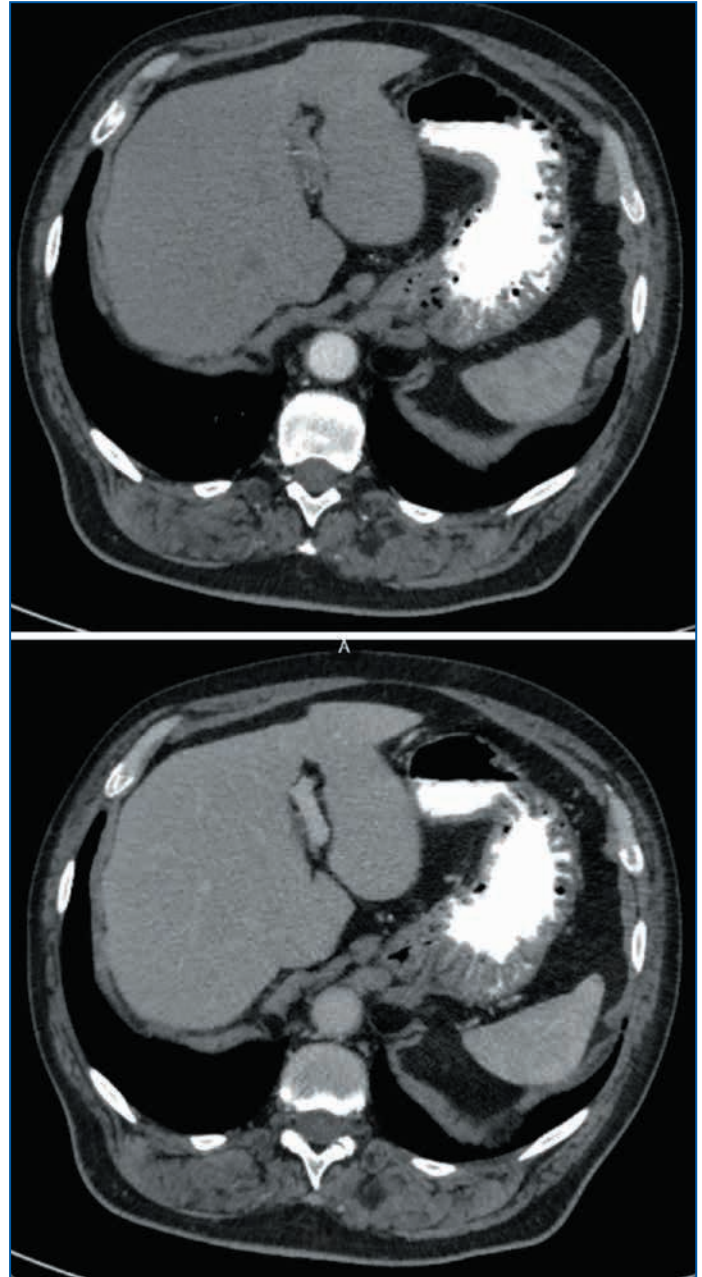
Данные контрольной КТ абдоминальной области от 27.01.2021
